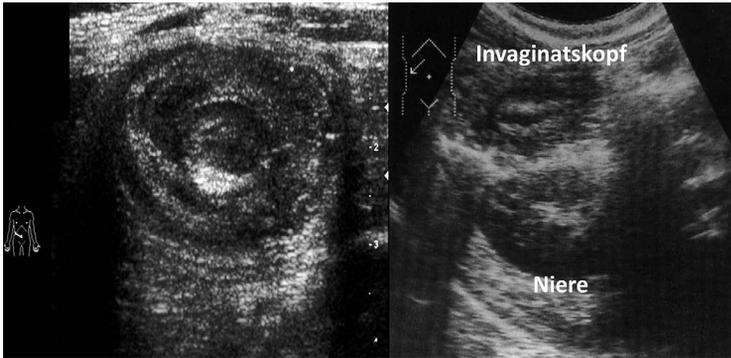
Sonographische Darstellung einer ileokolischen Invagination; links »Target-Zeichen«, rechts »Pseudokidney-Zeichen«
